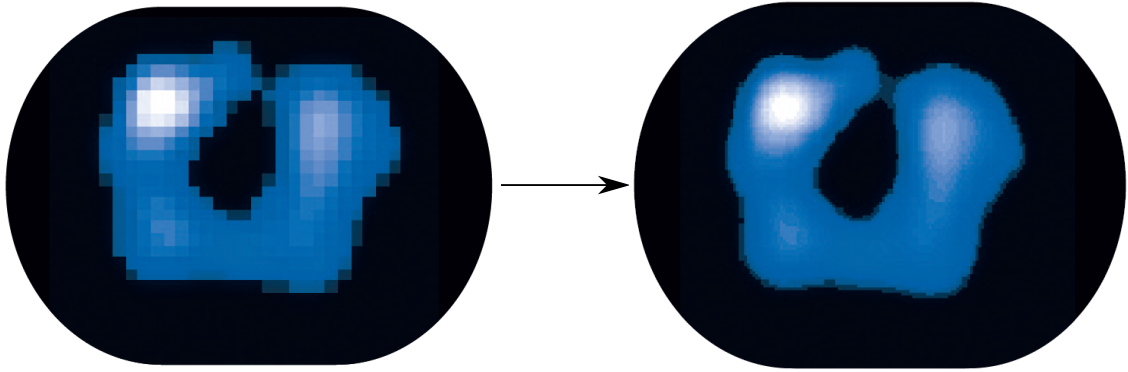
Tomografický řez rozdělený na 340 dílků ve tvaru trojúhelníku (vlevo). Přiřazení barevné škály jednotlivých dílků dle ΔZ (vpravo). Převzato z [8].
